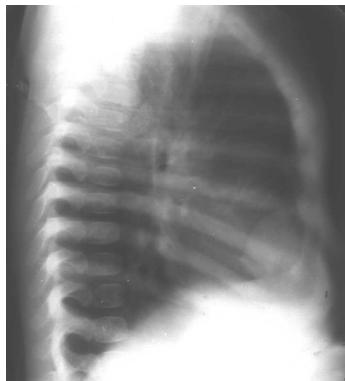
Рентгенограмма грудной клетки ребенка с целомической кистой перикарда
